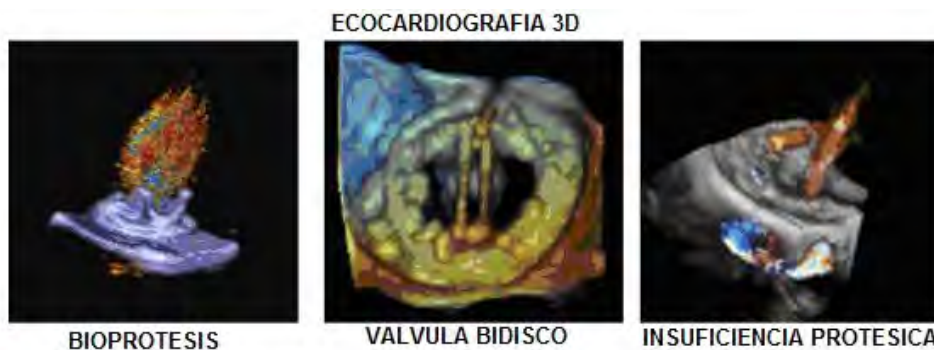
Ejemplos de imágenes por ecocardiografía 3D y doppler de valvula biológica (izquierda), mecánica bidisco en posición mitral (centro) vista desde aurícula izquierda (Video 17,  ver video online), y valvula protesica con insuficiencia (derecha).
